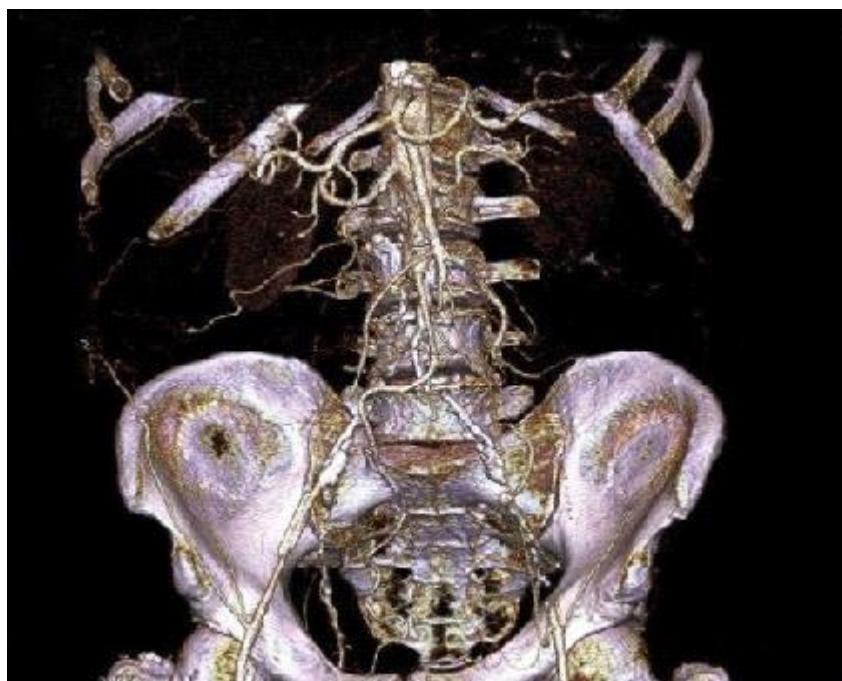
Angio tomografía computarizada (Angio TC) del abdomen.
